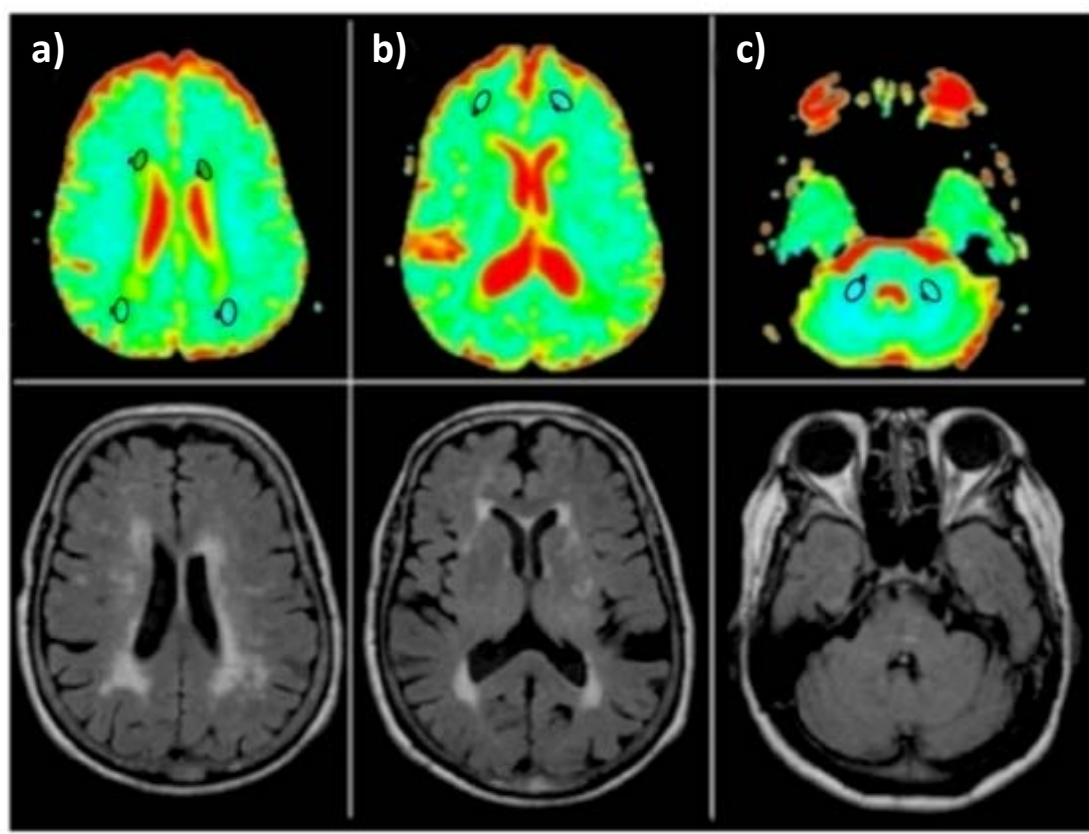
Localização das RDI - Em cima: localização das RDI nos mapas CDA. a) SBFL e SBAN parieto-occipital, b) SBAN frontal, c) pedúnculos cerebelosos. Em baixo: planos correspondentes em T2 Fast FLAIR.
